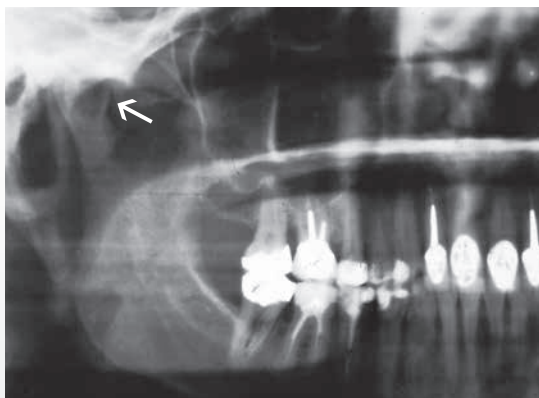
Ortopantomografi viser cysten beliggende i højre collum mandibulae.
